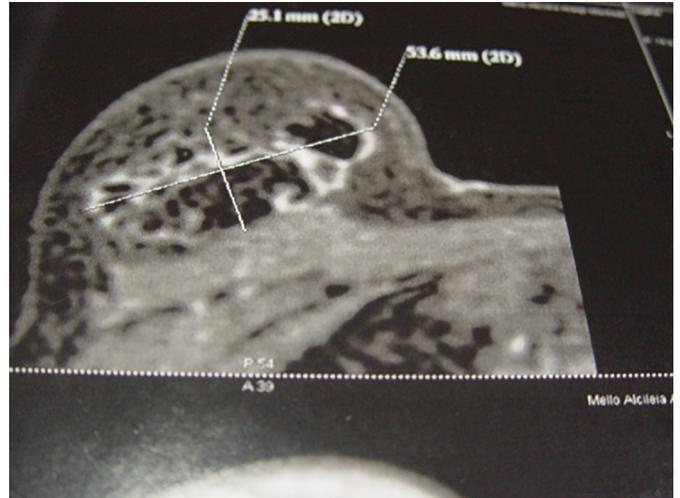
Imagem de ressonância magnética da mama esquerda com área de esteatonecrose, medidas e presença de fibrose.
